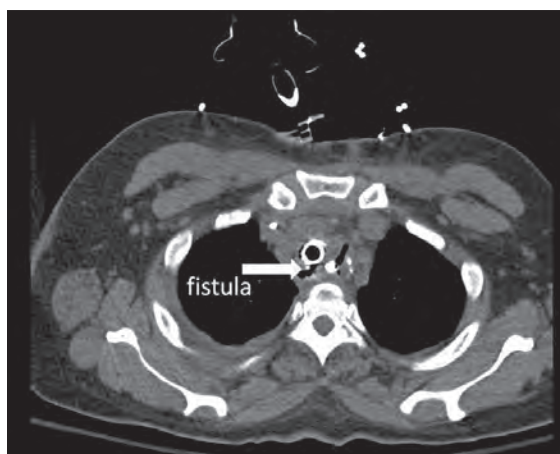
Fístula aero-digestiva.⁴⁵ Tomografía computada demuestra la comunicación entre la tráquea y la anastomosis esofagogástrica a nivel del tórax.
